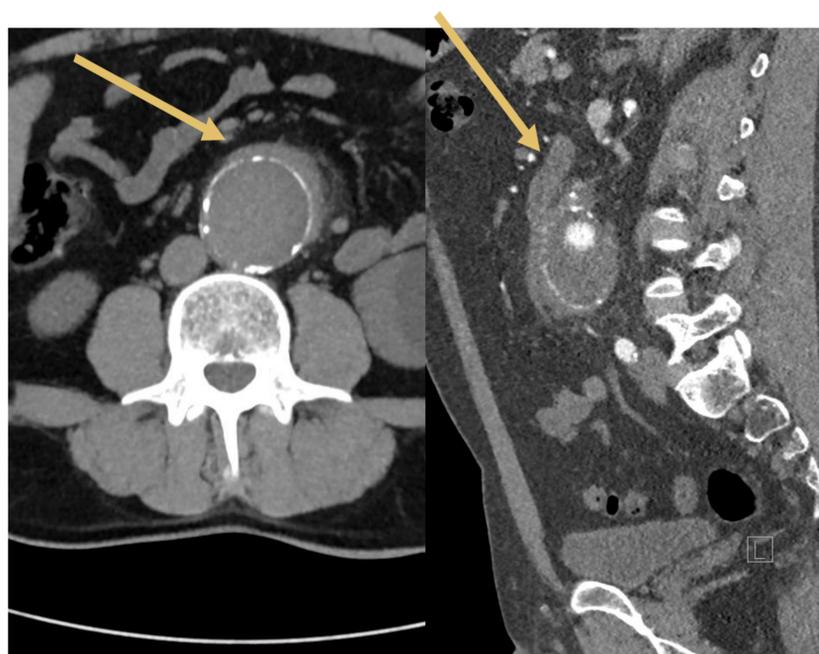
(TC abd cte): AAA ateroesclerótico, pared calcificada y trombo intramural.
